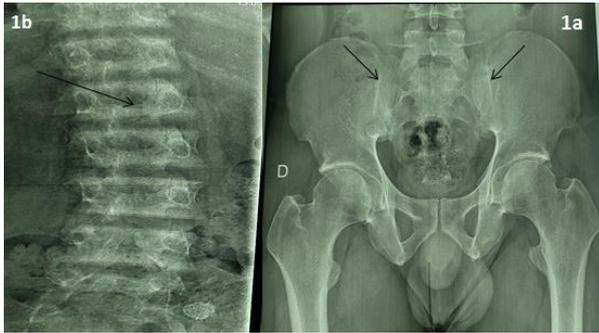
Radiographie du bassin (figure 1a) montrant une sacroiléite bilatérale stade VI de Forestier au cours d'une spondyloarthrite (flèches noires).
